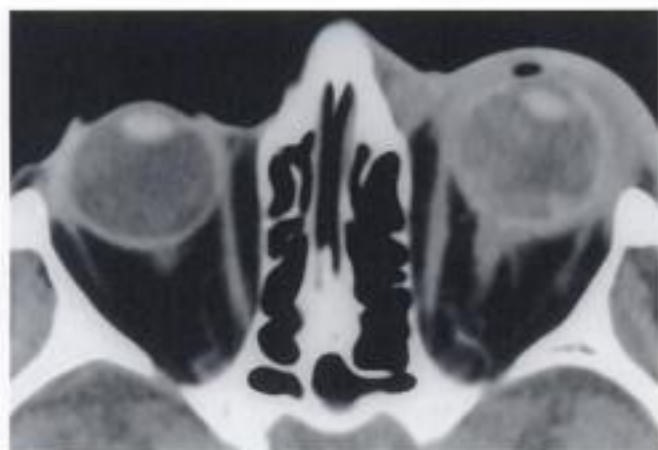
Tenonite et cellulite orbitaire débutante. Homme 63 ans; tuméfaction inflammatoire récente à gauche. TDM : infiltration pré-septale et du pourtour oculaire; décollement de rétine et endophtalmie.
